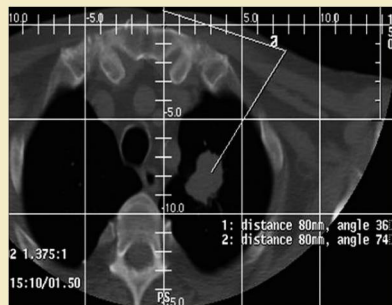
Biopsia guiada por TC. Planificar la vía de acceso con TC permite evaluar el *impulso* de una aguja de corte. Imagen de planificación.
